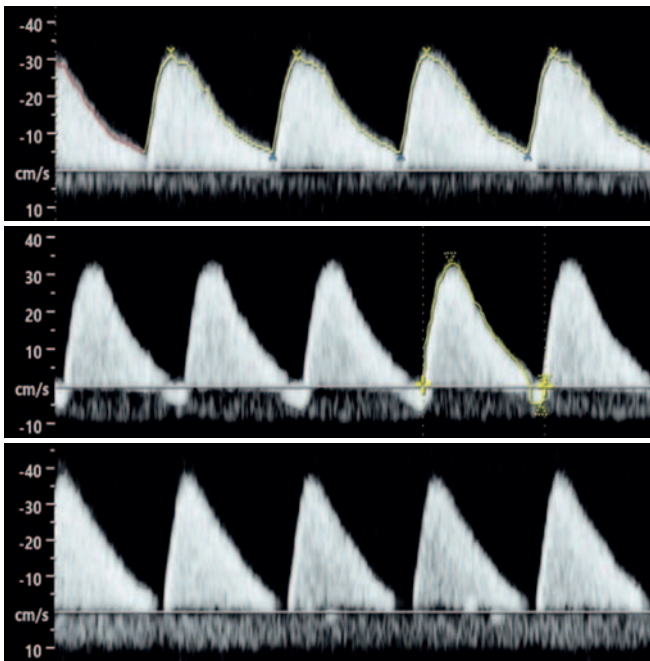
Variable Dopplerflussmuster, je nachdem welche Arterie untersucht wurde.
